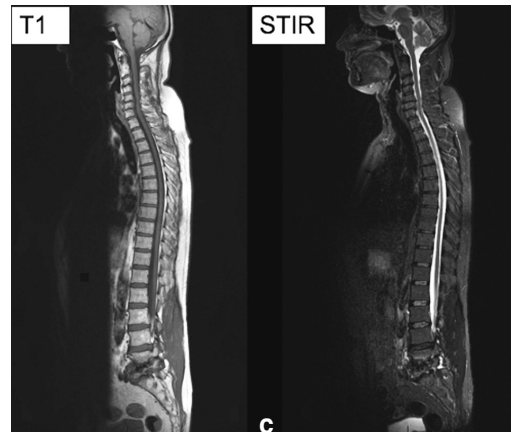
Homme de 56 ans suivi en rééducation pour des lombalgies basses et radiculgies bilatérales en rapport avec une scoliose dégénérative. La radiographie du rachis lombaire de face (a) montre une désaxation à convexité gauche et un déséquilibre du bassin. Lésions osseuses et articulaires en L5-S1 d'évaluation très difficile. Complément d'exploration avec un scanner volumique centré sur le rachis lombaire (b), images coronales passant par les corps vertébraux et les articulaires postérieures. Image axiale passant par le disque L5-S1. Le scanner permet de préciser les lésions osseuses, discales et articulaires avec une déformation et une perte de hauteur de L5, des érosions des plateaux vertébraux en L5-S1, et une décoaptation de l'articulaire gauche en L4-L5. Une IRM du rachis entier (c) en pondération T1 et STIR montre aussi les lésions discales majeures en L4-L5 et L5-S1 avec épanchement artériel postérieur. Discopathie modérée en L3-L4. Les disques lombaires sus-jacents et les disques thoraciques sont normaux. Cervicarthrose étagée associée.
